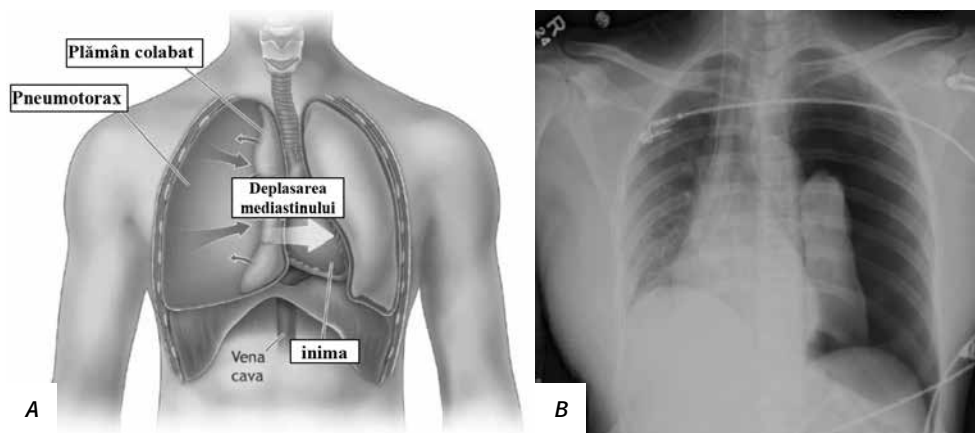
Pneumotorax tensionat: A – pneumotorax tensionat pe dreapta: plămânul drept colabât, deplasarea mediastinului spre partea opusă, applatizarea diafragmei drepte [5]; B – radiografia toracică de față: pneumotorax tensionat pe stânga – plămânul stâng colabât, diafragma stângă coborâtă, mediastinul deplasat spre dreapta, lărgirea spațiilor intercostale pe stânga [6]
